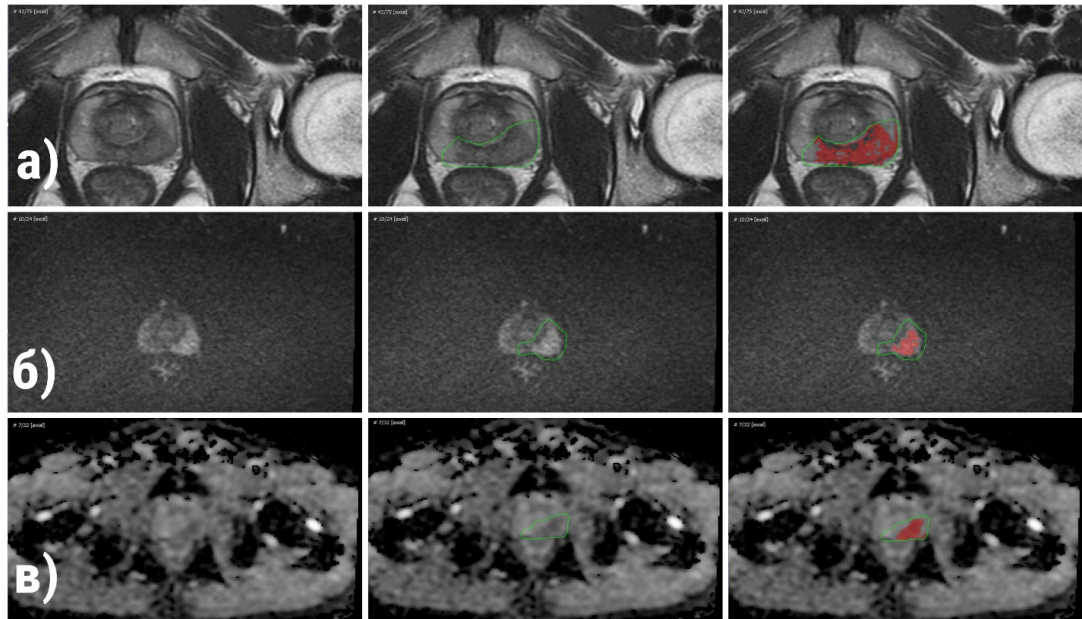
Контурирование подозрительного очага на изображениях в поперечной плоскости; (а) Т2-ВИ; (б) диффузионно-взвешенные изображения; (в) ИКД-изображения; (слева направо: без контурирования, ручное контурирование, автоматическое контурирование по градиенту диффузии)
